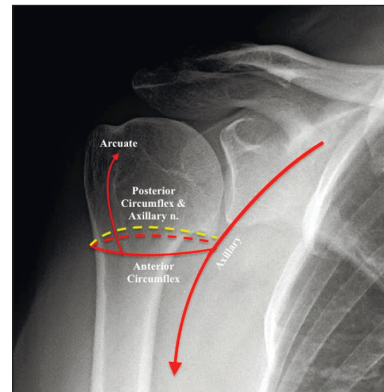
Рентгенограми правого плечового суглоба в передньо-задній проекції: дугоподібна артерія є гілкою передньої огинальної артерії плеча і піднімається вздовж міжгорбкової борозни до входу в головку плечової кістки. Задня огинальна артерія плеча проходить разом із пахвовим нервом [25–27]
